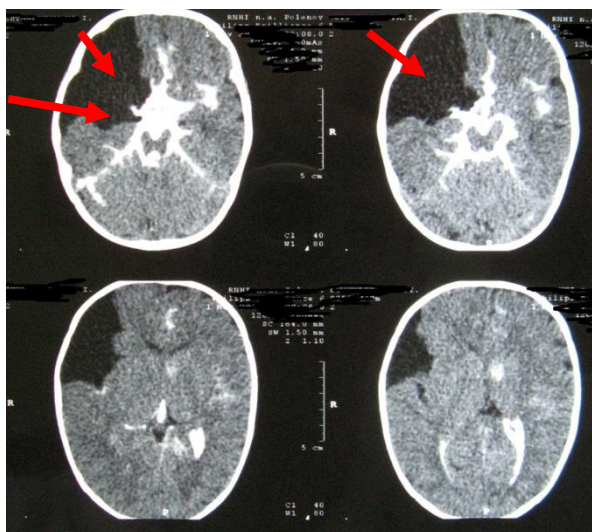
Наблюдение №18, больная А., 2 года, история болезни №181-08. Д-з: Арахноидальная киста правой Сильвиевой щели. Гипертензионный синдром. Дооперационная СКТ-миеловентрикулоцистернокистография: выраженная деформация лобной и височной долей, смещение средней линии; киста не заполняется, контраст только в цистернах основания (указано стрелками)
